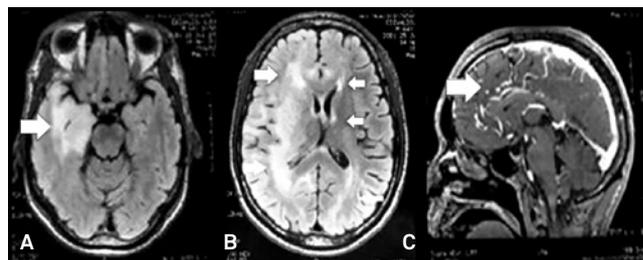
Ressonância magnética (FLAIR). (A) Corte coronal evidenciando lesão em região têmporo-occipital direito (setas); (B) Corte coronal evidenciando regiões de hipersinal em lobo temporal direito, hipocampo e giro para-hipocampal direito, estendendo-se pelo fórnix, até a porção posterior do hipocampo esquerdo; (C) Corte sagital após contraste.
